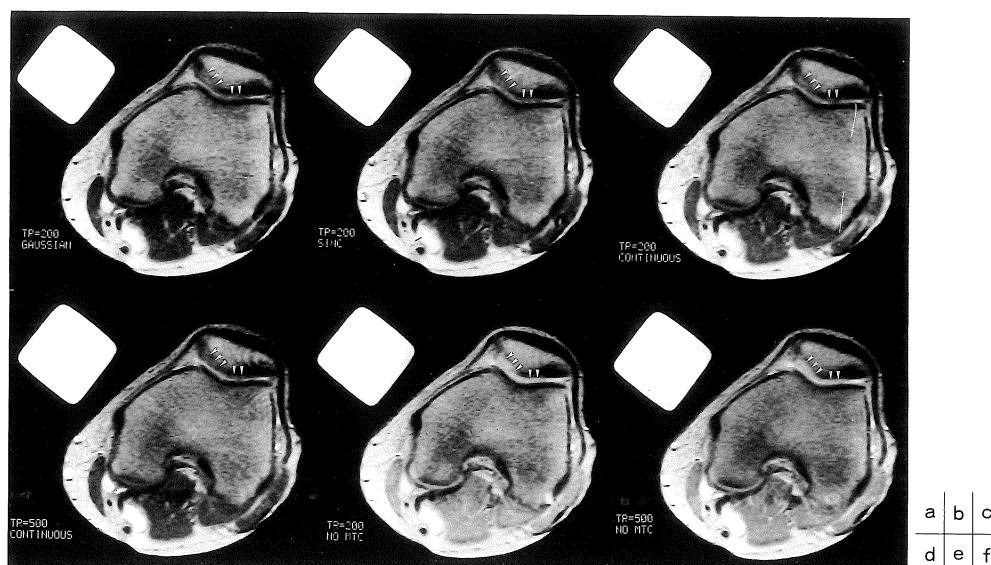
MTC-GRE images of a normal volunteer were obtained with off-resonance (a) gaussian, (b) sinc, (c) constant (continuous) with a TR of 200 ms, and (d) constant a TR of 500 ms shaped preirradiation pulses. Signal intensity of muscle and cartilage (arrowheads) was decreased by these MTC pulses. Conventional GRE images with a TR of (e) 200 ms and (f) 500 ms were obtained in order to compare with MTC images.
